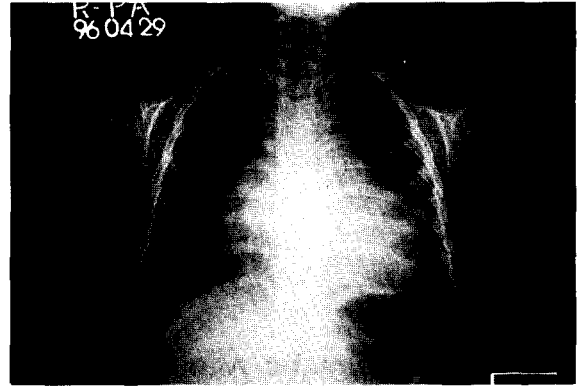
Chest X-ray before discharged. Clean up on lung field on both, but exist cardiomegaly
